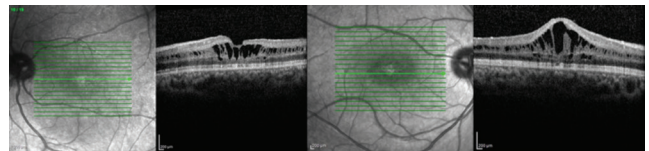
Olgu 1'in sol ve sağ gözlerine ait spektral-domain optik koherens tomografi görüntüleri; her iki göz foveada özellikle iç nükleer tabakada belirgin skizis kaviteleri ve beraberinde her iki gözde de büyük foveal kist izlenmektedir
